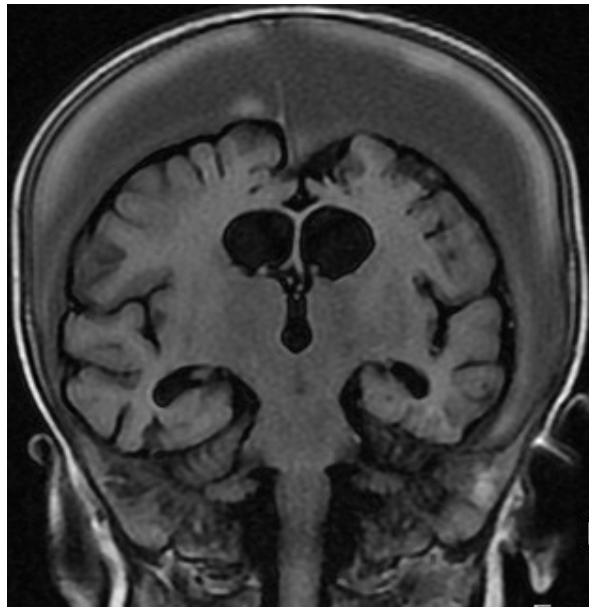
Caso 16.1. RM: Hematomas subdurales crónicos y presumible atrofia cerebral.
